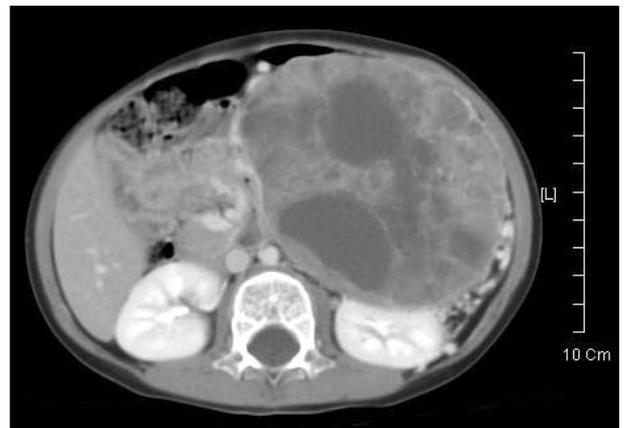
Contrast enhanced abdominal CT scan shows well-defined solid mass, which is multilobulated by enhancing septa.
